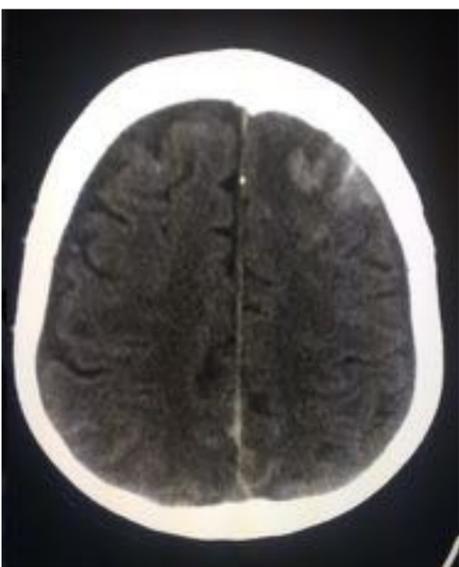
Dos casos distintos de HSA traumática. TC sin contraste i.v. En la segunda imagen vemos, además, una contusión frontal izquierda que provoca efecto masa desplazando la línea media y colapsando el sistema ventricular
